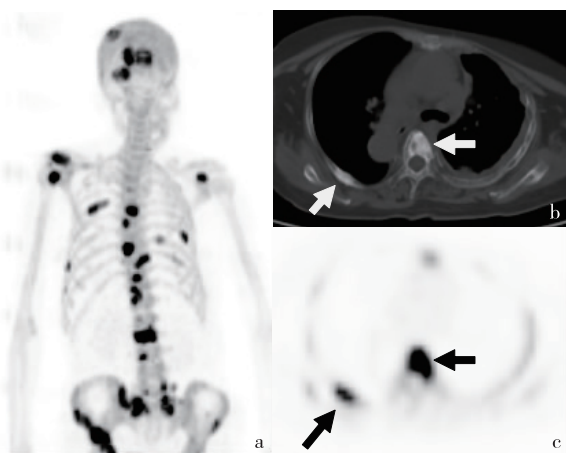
患者,女,61 岁,左肺腺癌术后 2 年,a 为 ^{18}F -NaF PET/CT 显示全身多发骨骼异常放射性浓聚灶,b 为 CT 横断位,显示胸椎及肋骨成骨性骨质破坏(白色箭头),c 为相应部位放射性摄取增高(黑色箭头)
